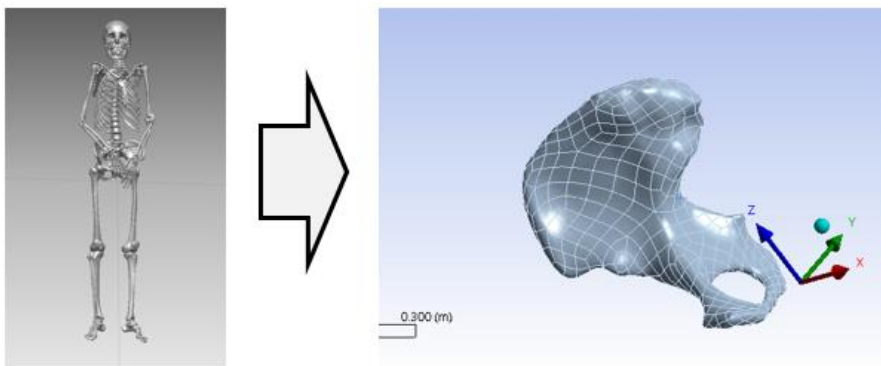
60세 고령층 여성 사체의 CT-scan data(KISTI) 기반 pelvis FEM 개발
